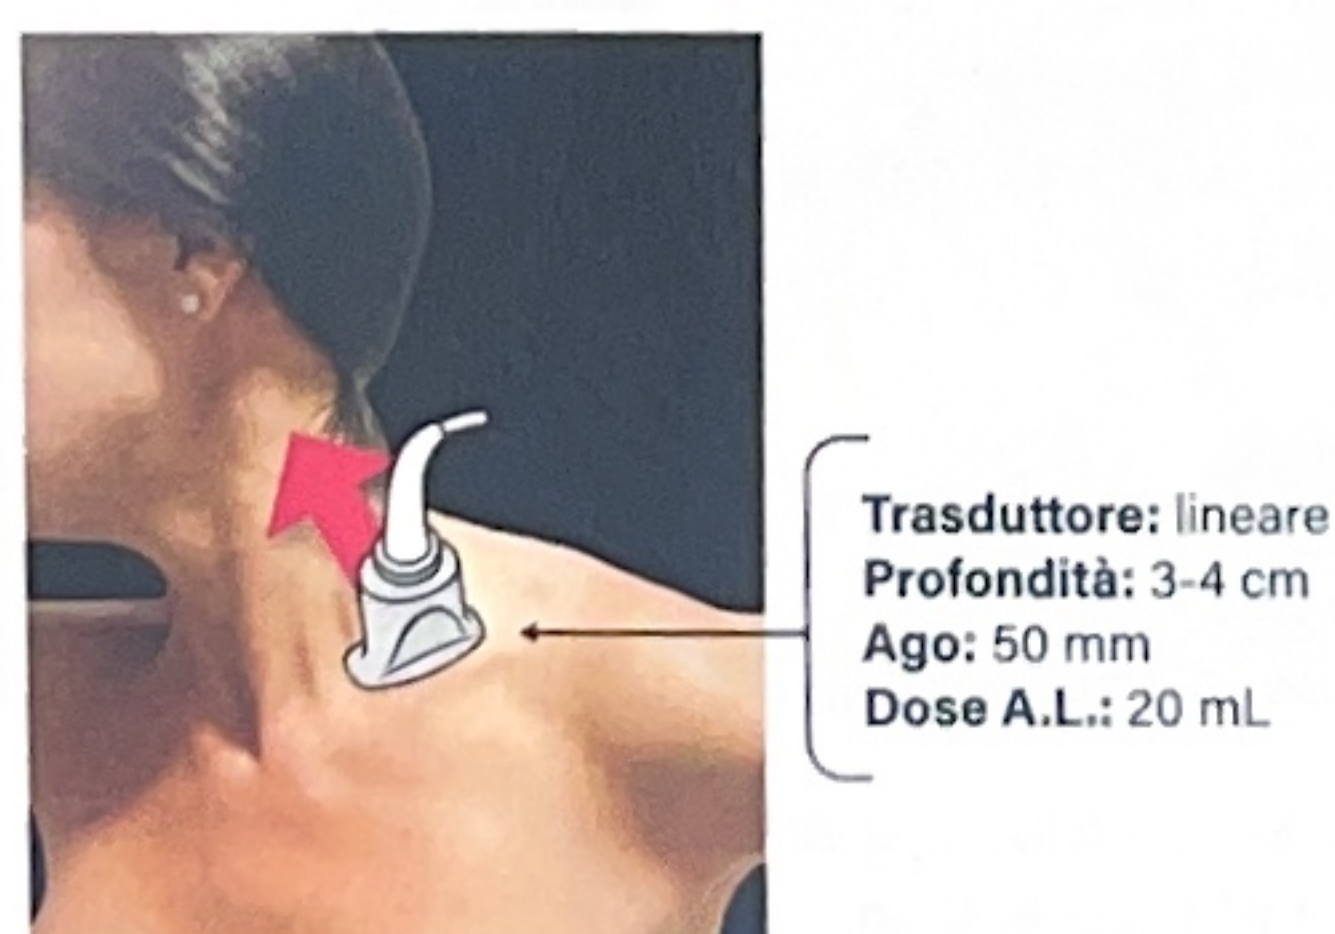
Movimento del trasduttore per l'esplorazione ecografica. A.L.: anestetico locale.
